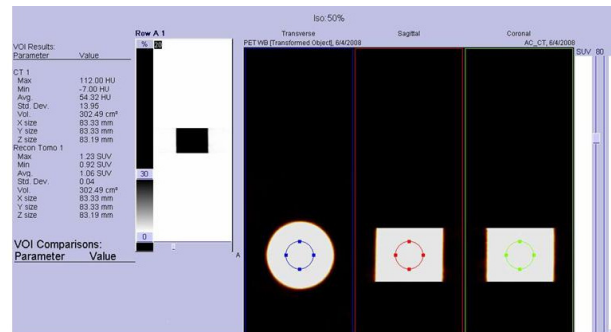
Pitch 0.7에서의 SUV값과 ROI설정 방법.
